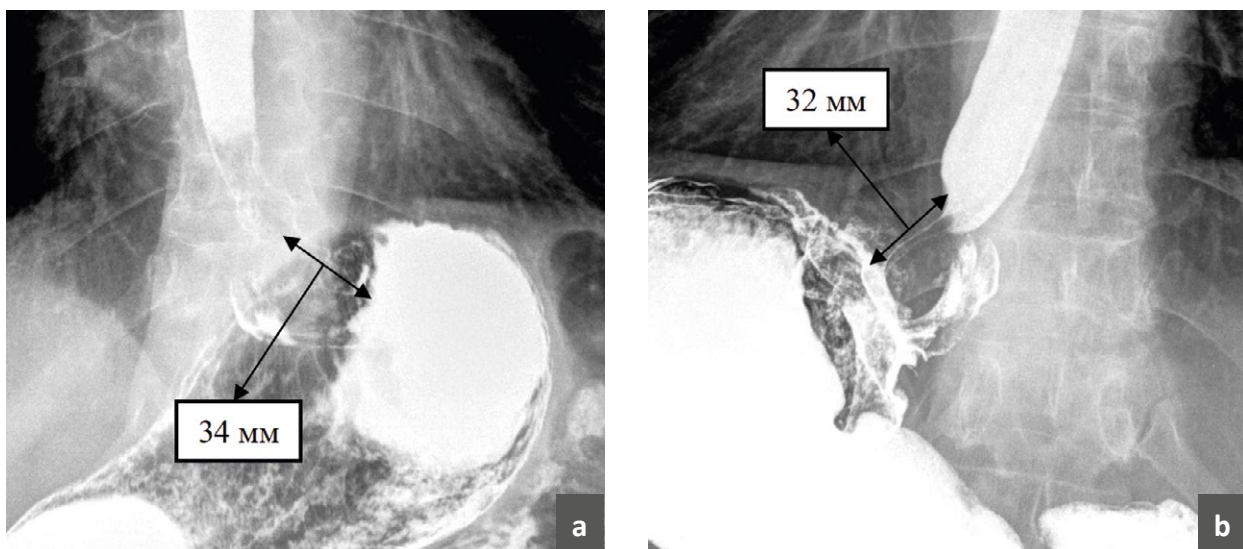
Протяженность фундопликационной манжетки при рентгенконтрастном исследовании: а – 34 мм; б – 32 мм.
